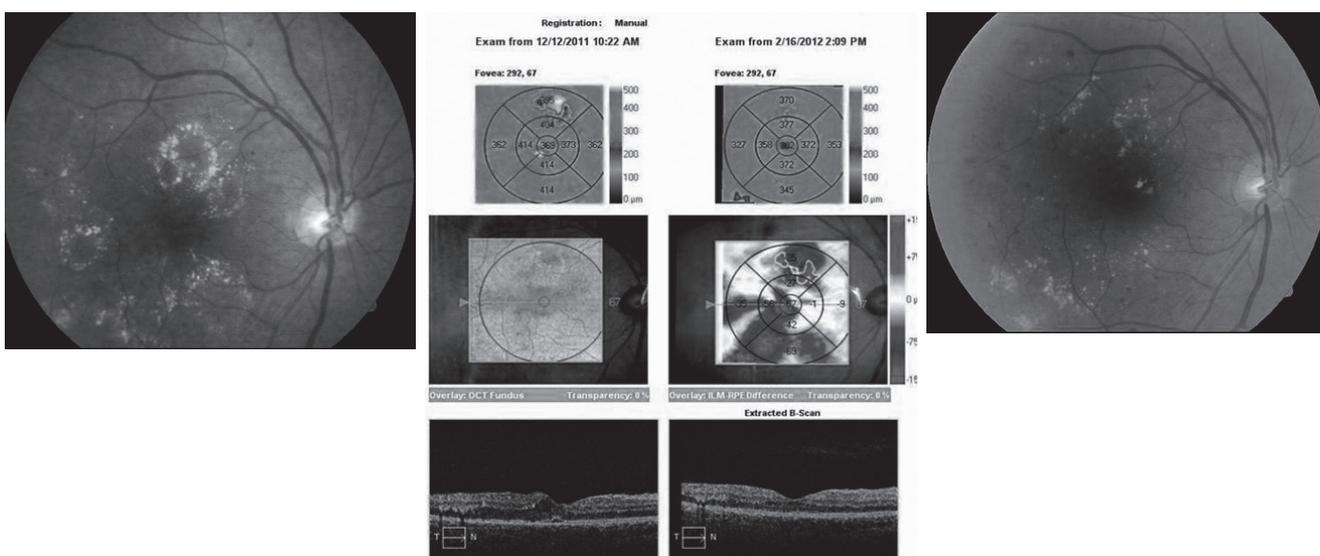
Фотографии и данные оптической когерентной томографии до и через 4 мес. после микрофотокоагуляции диодным лазером (0,8 мкм) по методике решетки. Уменьшение отека сетчатки после лечения. Слева – до лечения, справа – через 4 мес.
